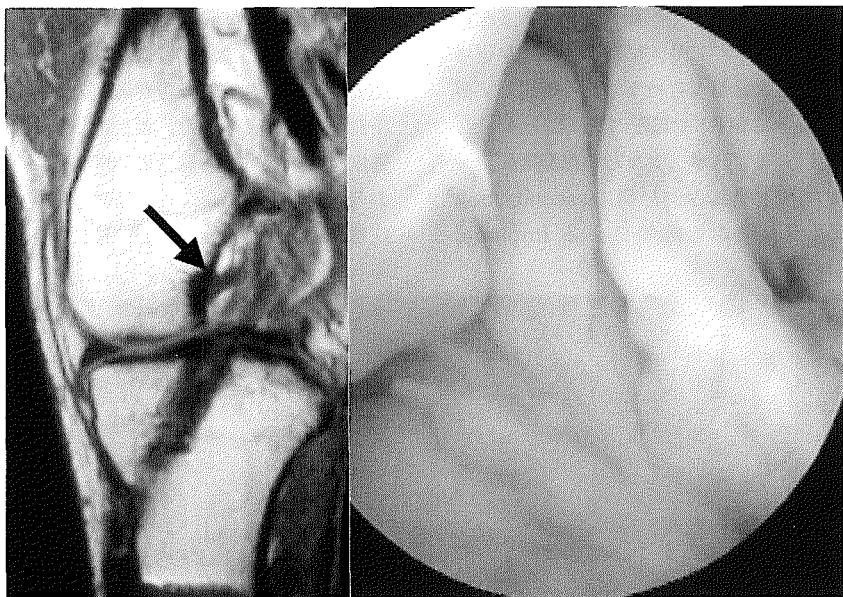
b 再受傷（術後6.1ヶ月）後のMRIと鏡視像。MRIにて高信号を呈し、再鏡視にて大腿骨側からの断裂を認めた。
